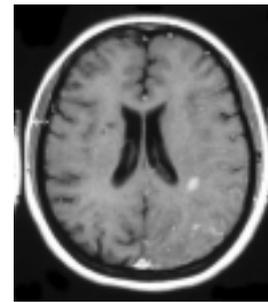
Tomografia computadorizada crânio-encefálica: Múltiplas lesões hipodensas na substância branca periventricular frontal e em planos cortico-subcorticais occipito-parietais.
